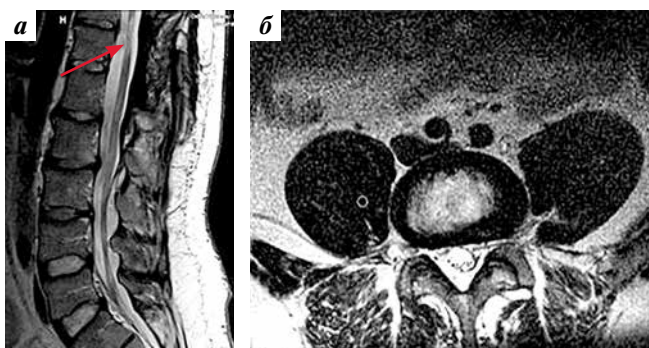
Обзорная МРТ (Т2 ВИ) пациента с эпидуральной арахноидальной кистой через 6 мес после тотального ее удаления и закрытия ликворного свища. Проекция: а — сагиттальная (стрелкой указан очаг миелопатии); б — аксиальная
